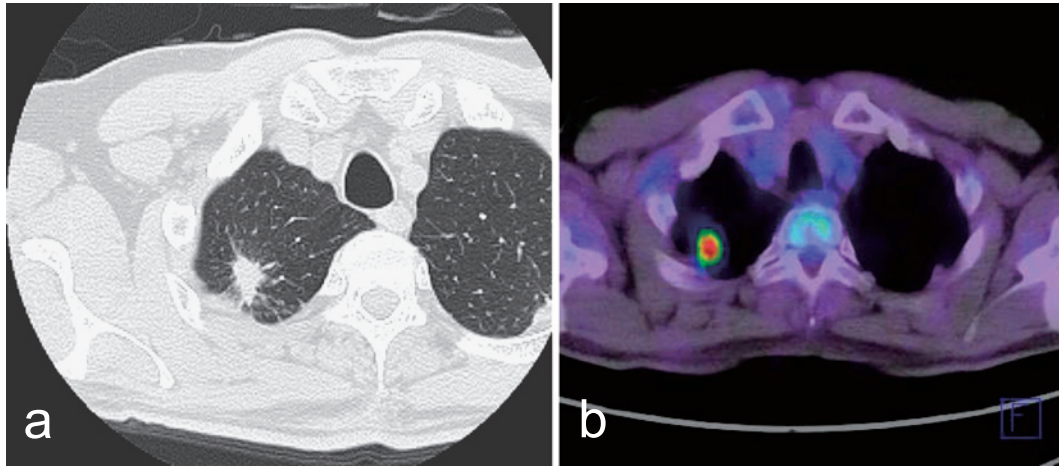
(a) Chest CT shows a 15 mm sized tumor with spiculation and pleural indentation in the apex of the right lung. (b) On PET-CT, ^{18}F -FDG is accumulated in this tumor with the SUVmax of 7.93.
